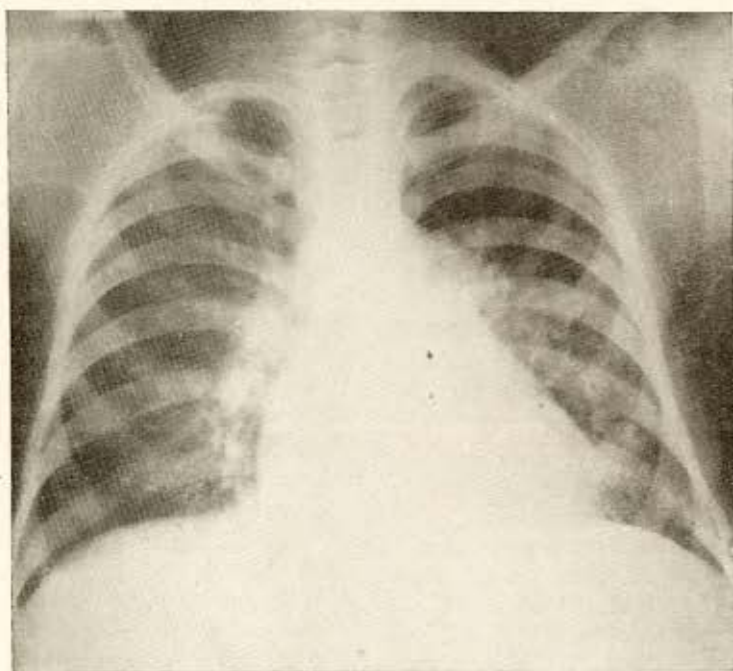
(caso nº 1) — Telerradiografia de 25-9-52 — Na imagem médio-torácica nota-se elevação do arco médio (arterite pulmonar esquistossomótica?). Imagens nodulares difusas, sem contornos definidos, em ambos os campos pulmonares (aspecto broncopneumônico).
